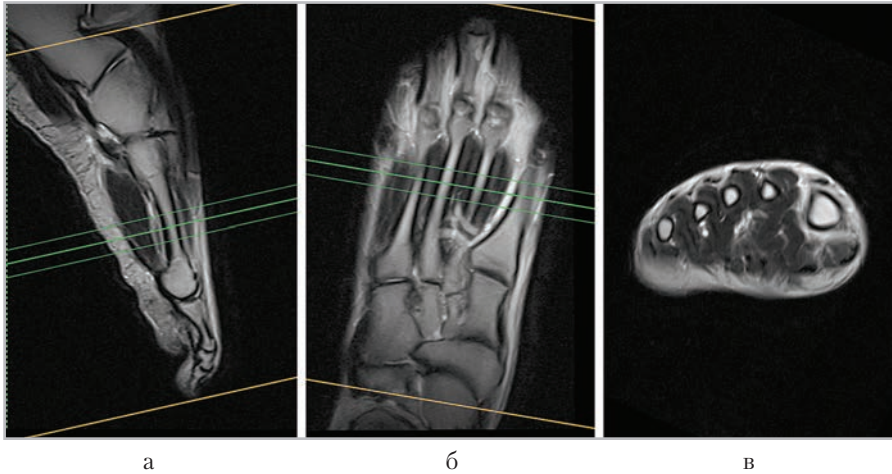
МР-томограммы, полученные для планирования аксиальных срезов (в) в сагитальной (а), коронарной (б) плоскостях
